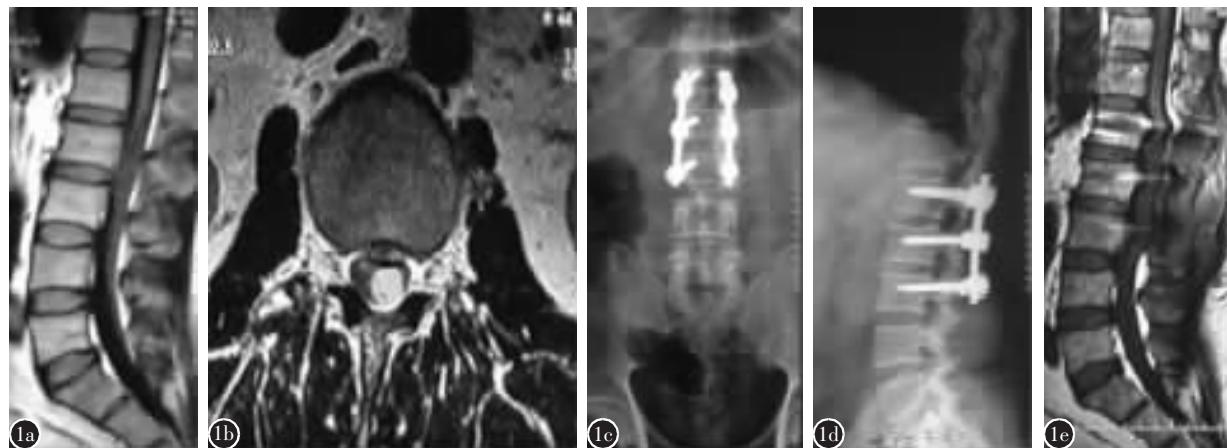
患者男,56岁,L2椎管内髓外硬膜下神经鞘瘤 a、b 术前腰椎MRI示髓外硬膜下类圆形病变,位于L2椎体后下缘水平,边缘光滑,与周围组织界限清楚,T2加权像呈高信号,T1加权像呈略低信号 c、d 术后腰椎正侧位片X线示L1、L2、L3后方附件结构部分缺如,椎弓根螺钉内固定位置良好 e 术后1年复查腰椎MRI提示椎管内无肿瘤复发迹象
